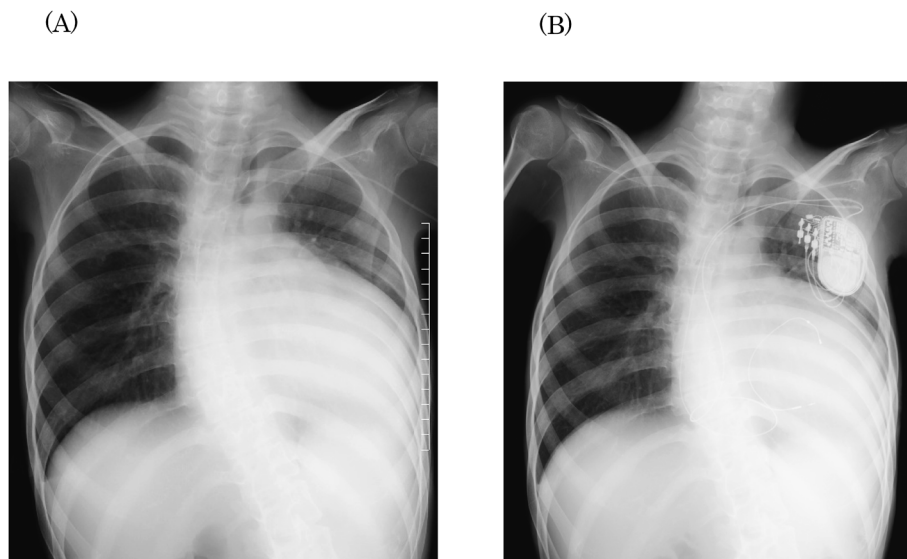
Comparison of chest X-ray images before and after CRT
